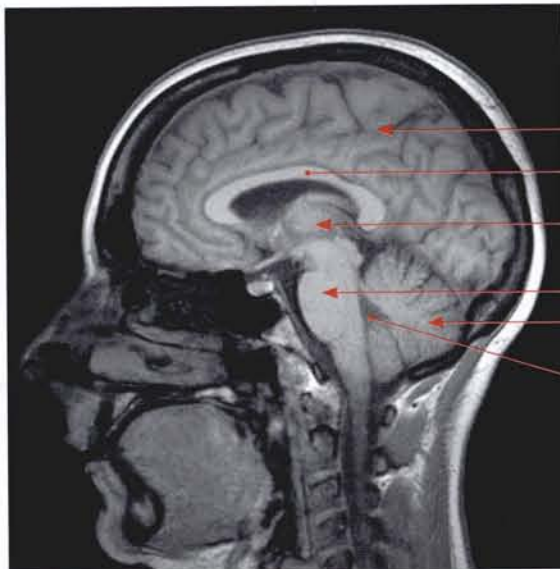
Coupe IRM sagittale médiane de la tête (cliché Dr Th. Diesce)
